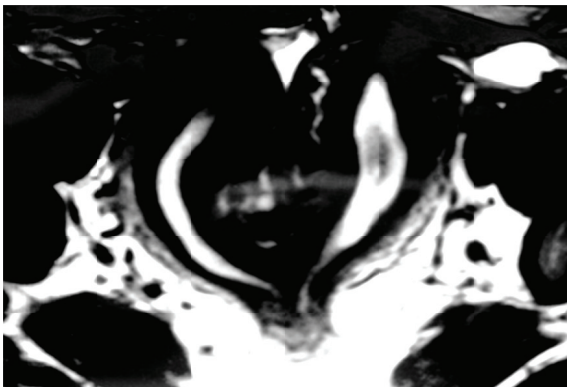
Tomografía computarizada de abdomen, evidencia útero didelfo bicollis con dos cavidades uterinas.
